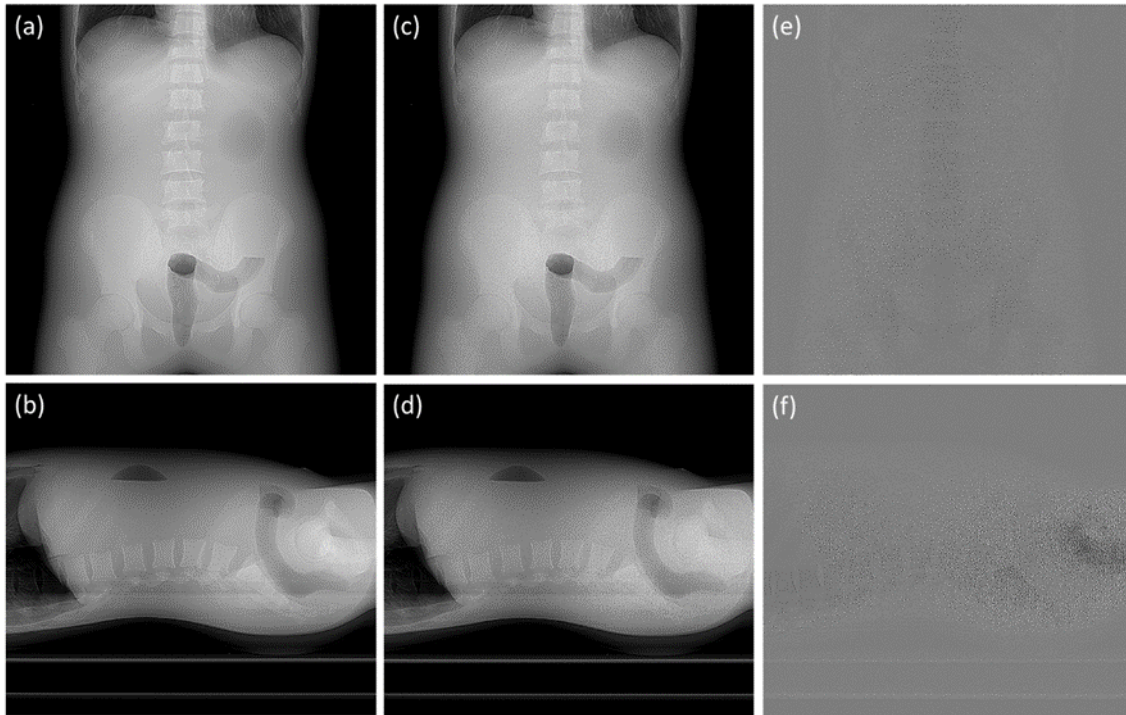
Cu フィルタを用いた腹部 - 骨盤部 AP および LAT 撮影によって得られた撮影用人体ファントムの CT 位置決め画像 (a, b), Ag フィルタを用いた腹部 - 骨盤部 AP および LAT 撮影によって得られた CT 位置決め画像 (c, d), Cu フィルタ使用時の画像と Ag フィルタ使用時の画像のサブトラクション画像 (e, f)。Ag フィルタ使用時の画像ノイズは、大腿骨頭付近において、Cu フィルタ使用時よりも多く認められたが、大腿骨頭、肝臓上縁、腸骨等いずれのランドマークについても認識可能である。
